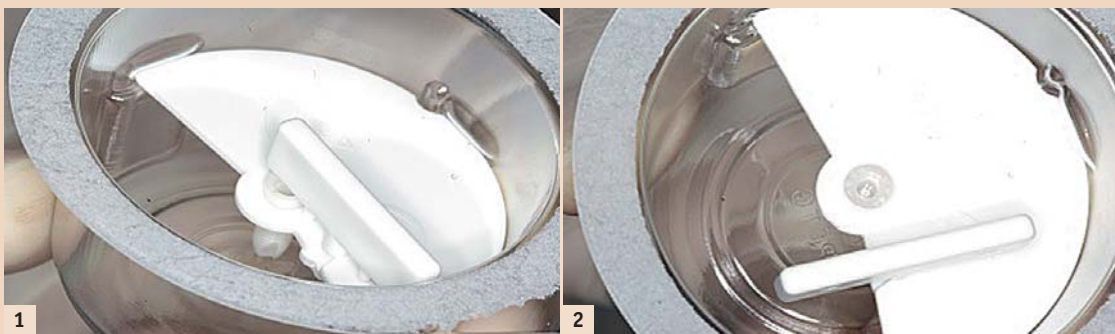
Zirkolith® Keramikimplantate sind die einzigen Keramikimplantate, die mittels keramikschonender Plasmatechnologie sterilisiert werden. – Abb. 3: Zirkolith® Keramikimplantate mit SLM®-Oberflächentechnologie zeigen eine exzellente hydrophile Eigenschaft. – Abb. 4: Panorama-X-Ray nach Implantation.
